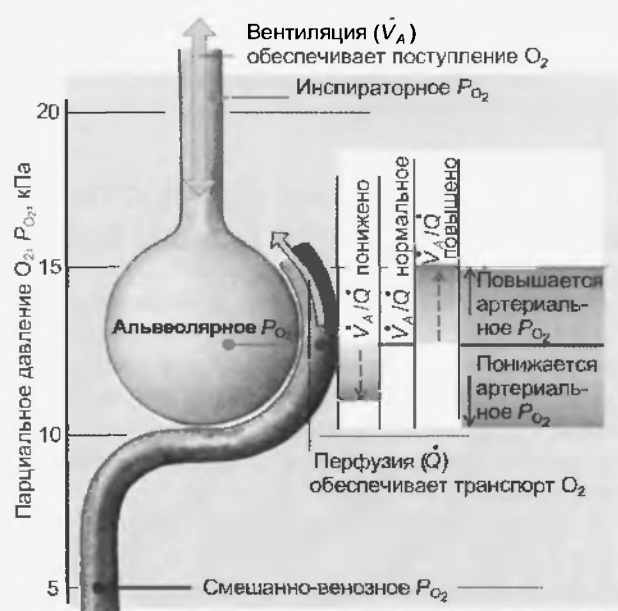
Отношение вентиляции и перфузии ( $V_A/Q$ ) альвеолы определяет ее газовый состав (здесь показан только  $O_2$ ). Альвеолярная вентиляция ( $V_A$ ) определяет доставку  $O_2$  к альвеоле, перфузия ( $Q$ ) — отпавку  $O_2$  из нее с кровью. Альвеолярное  $P_{O_2}$  определяется через отношение  $V_A/Q$ . Если  $V_A$  повышает  $Q$ , т.е.  $V_A/Q$  становится пониженным, содержание  $O_2$  в альвеолярном воздухе уменьшается, альвеолярное  $P_{O_2}$  снижается, а с ним — и артериальное  $P_{O_2}$ . Наоборот, альвеолярный воздух будет содержать большее количество  $O_2$  при увеличении  $V_A/Q$ . Вследствие этого альвеолярное и артериальное  $P_{O_2}$  также увеличиваются. Это представлено в правой части рисунка (левая шкала). Для  $CO_2$  при повышении  $V_A/Q$  альвеолярное и артериальное  $P_{CO_2}$  снижаются, при уменьшении  $V_A/Q$  — повышаются. Высокое значение  $V_A/Q$  является «свежим альвеолярным воздухом», низкое  $V_A/Q$  — «использованным альвеолярным воздухом». При  $V_A/Q = 0$  вентиляция альвеол отсутствует, но есть перфузия. При этом  $P_{O_2}$  капиллярной крови остается смешанно-венозным и сходным с  $P_{O_2}$  альвеолярного воздуха. При  $V_A/Q \rightarrow \infty$  перфузия отсутствует, но есть вентиляция. При этом альвеолярное  $P_{O_2}$  остается неизменным в рамках инспираторных значений
